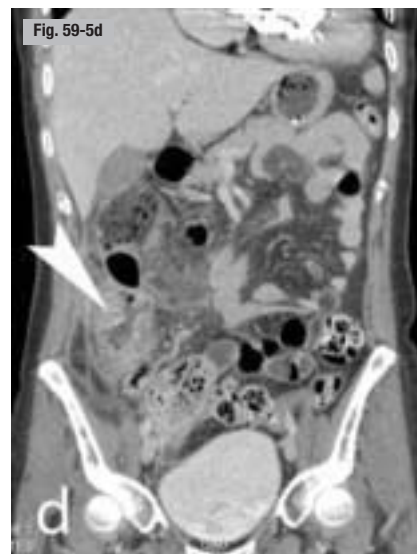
Abscès appendiculaire. TDM. a et b) Coupes axiales. c-e) Reconstructions frontales. Collection à contenu mixte liquide et gazeux de la fosse iliaque droite (astérisque) avec importante réaction inflammatoire de la paroi du cæco-ascendant au contact (typhlitis réactionnelle) (tête de flèche) et du péritoine pariétal et viscéral de la fosse iliaque droite.
